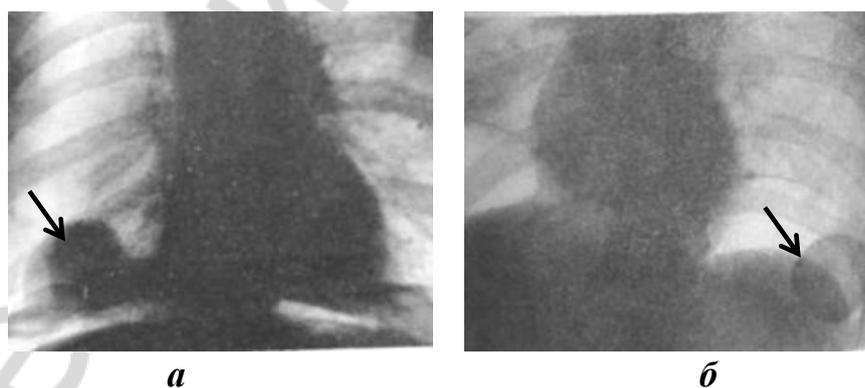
Рентгенографическая картина доброкачественной опухоли и кисты диафрагмы: *а* — фиброма; *б* — киста
